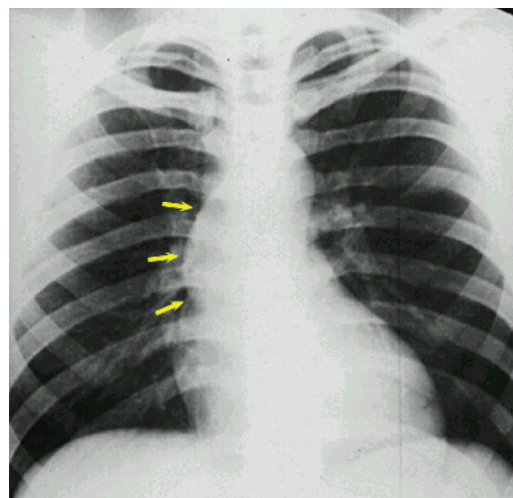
Radiografia del torace in proiezione postero-anteriore. Il profilo mediastinico è caratterizzato da un ingrandimento dell'arco inferiore sinistro e dalla dilatazione post-stenotica dell'aorta ascendente (frecce gialle)
